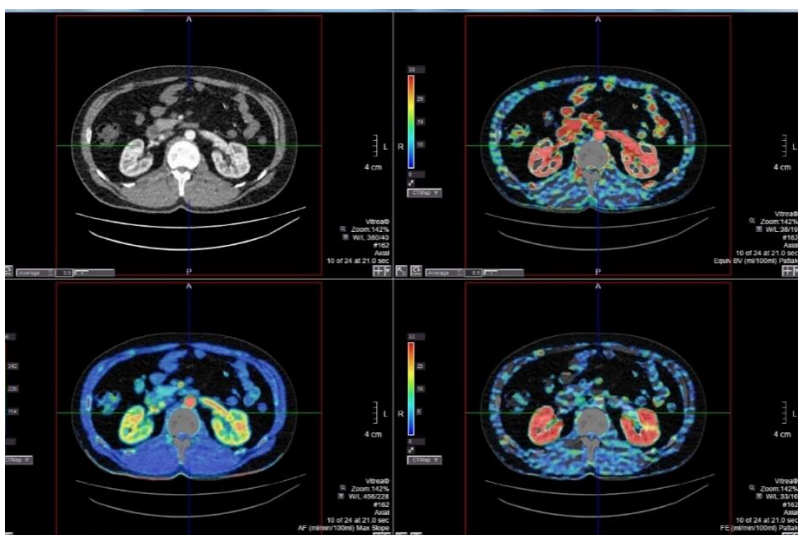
КТ– перфузия. Построение перфузионных карт
